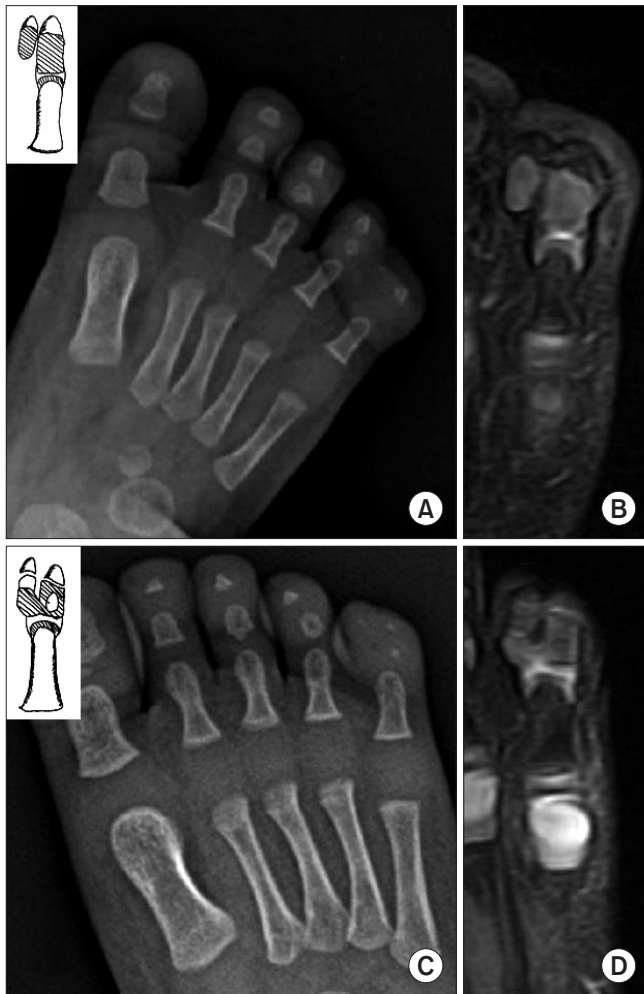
Radiograph of an 18-month-old male patient showing non-visualization of the middle phalanx (A), whereas magnetic resonance imagings (MRIs) showed two distinctly separate middle phalanges (B). Radiograph of an 11-month-old female patient showing one middle phalanx (C), whereas MRIs showed two with proximal fusion (D).
